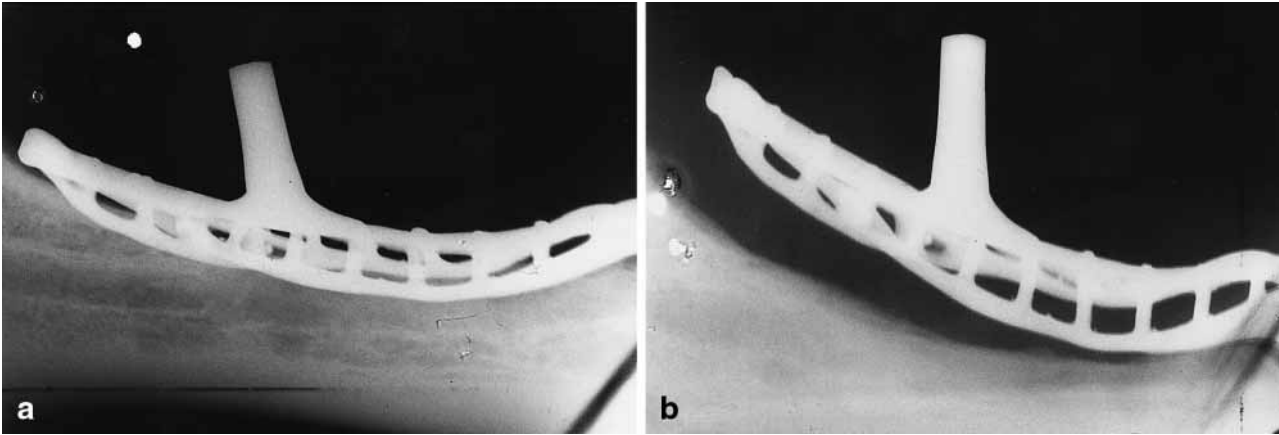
Radiografías de la parte posterior derecha de la mandíbula tomadas 4 (a) y 15 (b) años después de la colocación del implante. Se ha producido una reabsorción extensa después de 15 años.
